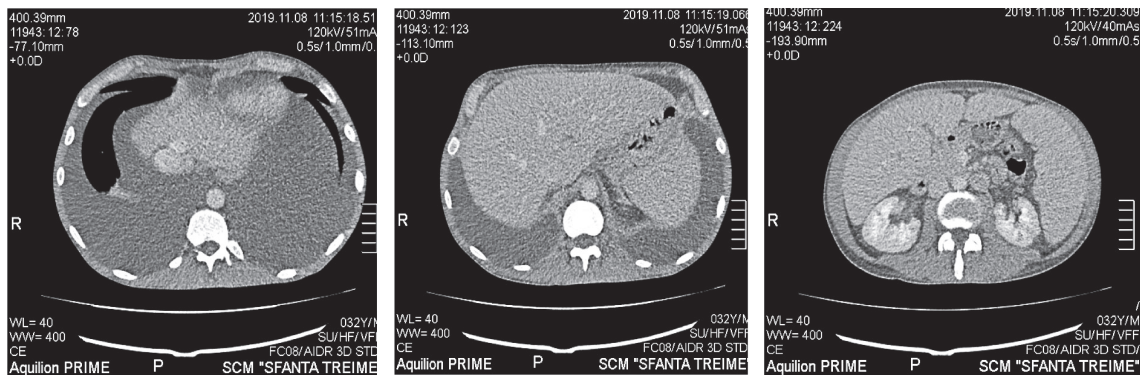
Tomografia computerizată a organelor interne.
